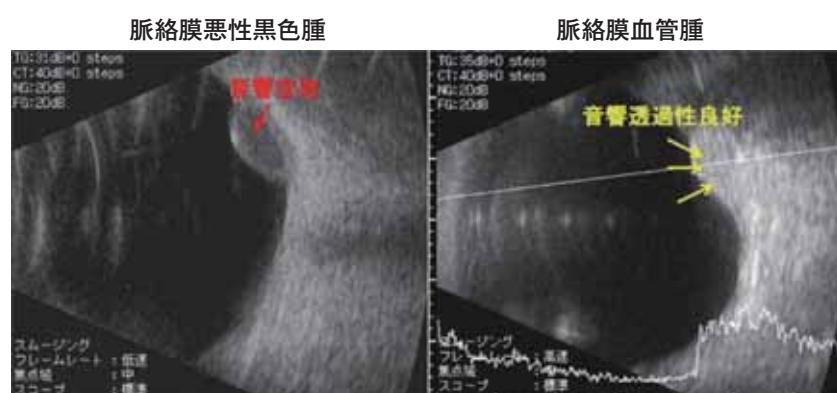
脉絡膜悪性黒色腫と脈絡膜血管腫のBモード超音波断層像の差異
